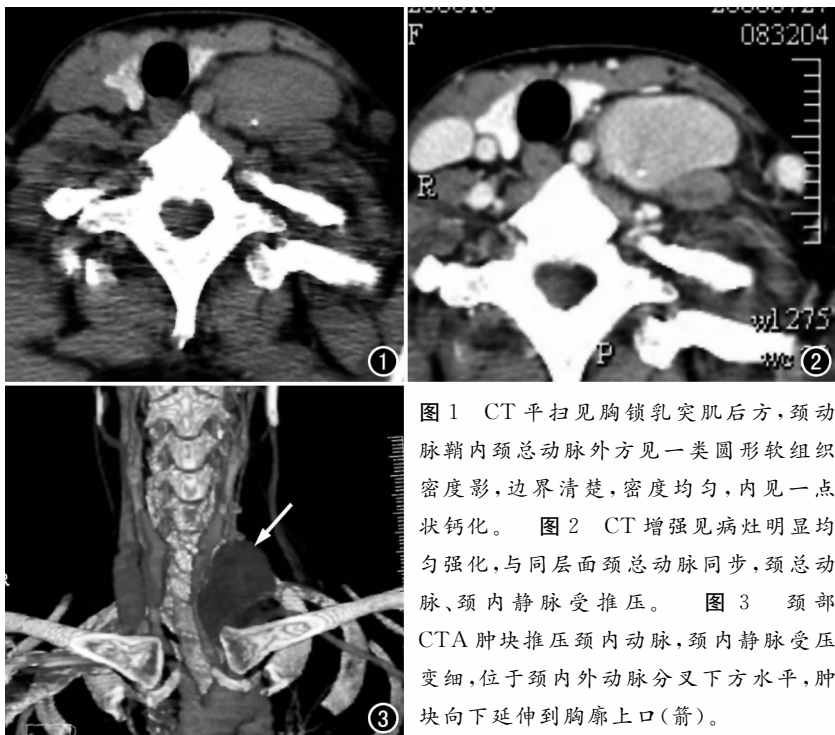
CT平扫见胸锁乳突肌后方,颈动脉鞘内颈总动脉外方见一类圆形软组织密度影,边界清楚,密度均匀,内见一点状钙化。图2 CT增强见病灶明显均匀强化,与同层面颈总动脉同步,颈总动脉、颈内静脉受推压。图3 颈部CTA肿块推压颈内动脉,颈内静脉受压变细,位于颈内外动脉分叉下方水平,肿块向下延伸到胸廓上口(箭)。
